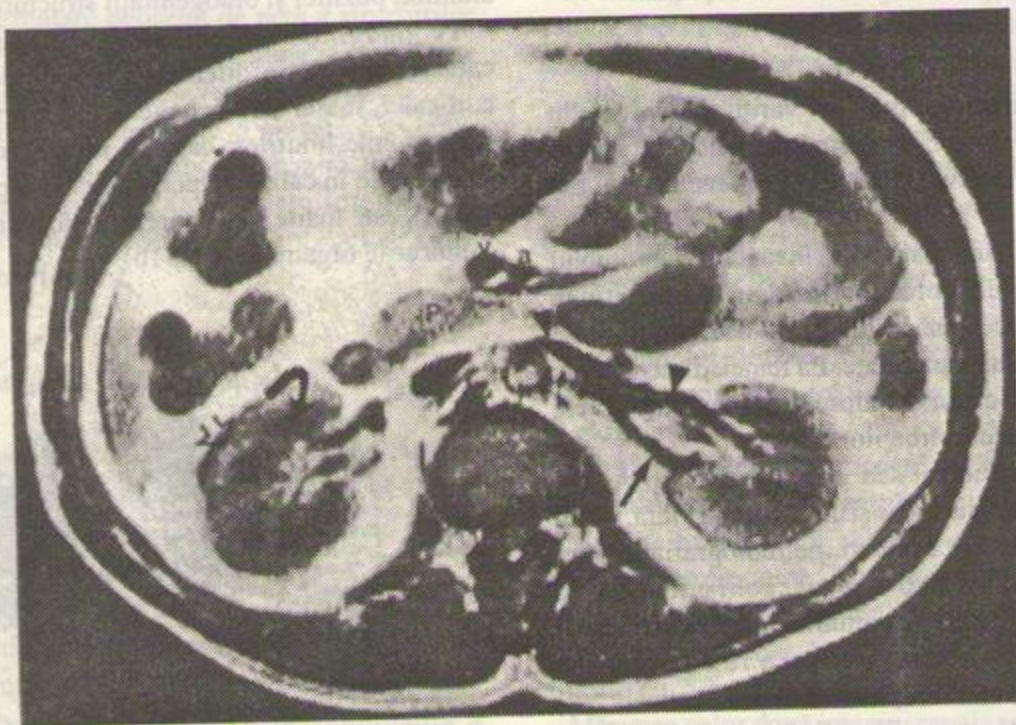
Secțiune transversală RM a abdomenului în planul rinichilor (ecou de spin. TR=500, TE=30ms). Săgeata albă: corticala renală; săgeata curbă: medulara; săgeata neagră: artera renală stângă; vîrfuri de săgeți negre: vena renală stîngă; a: artera mezenterică superioară; v: vena mezenterică superioară; P: pancreas.
